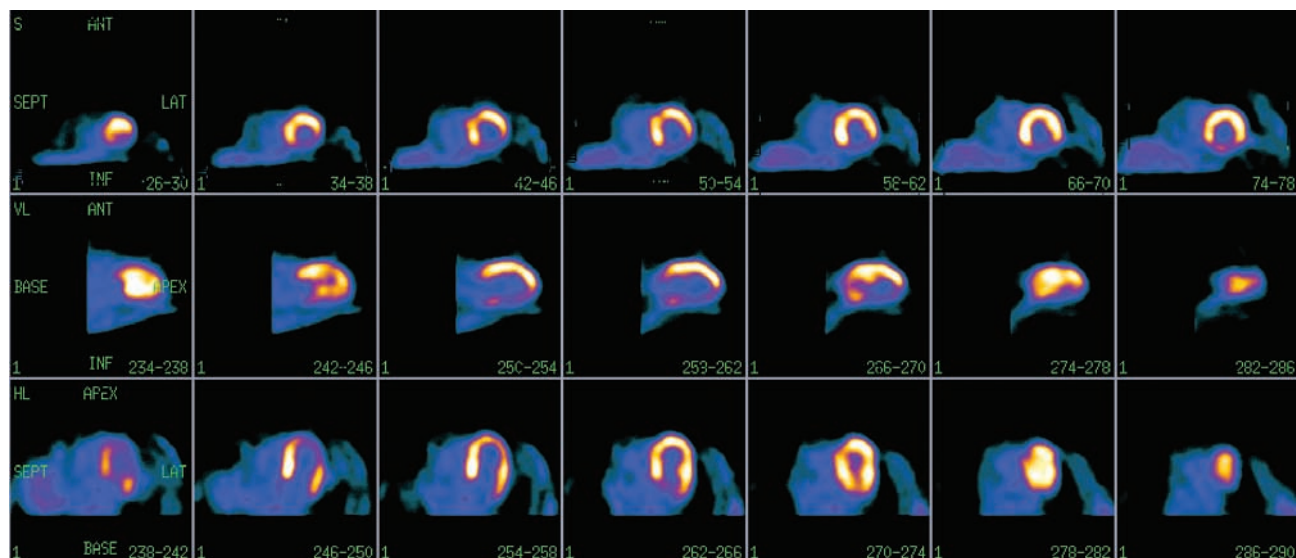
Mujer de 65 años de edad con antecedente de infarto del miocardio transmural de la pared inferior. Se realizó la tomografía por emisión de fotón único y demostró una zona de necrosis. Se efectuó la angiografía coronaria y después la revascularización cardiaca. Motivo del estudio: valorar la eficacia del tratamiento.
